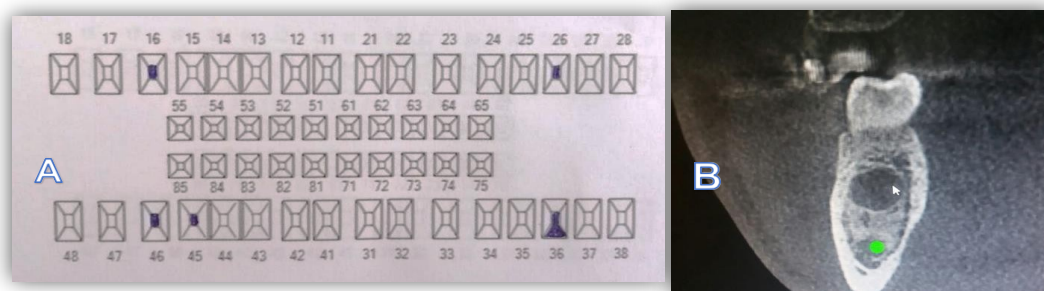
A. Odontograma. B. TAC. Tomografía Axial Computarizada de la fecha 21 - 05 - 2018 (corte coronal).
